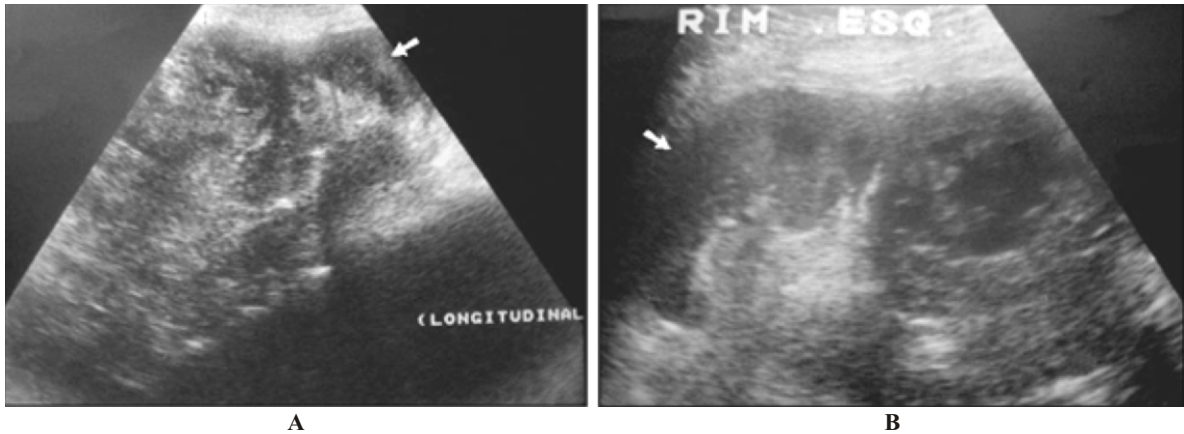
Ultra-sonografia do rim esquerdo, tomadas longitudinal (A) e transversal (B). Lesão expansiva renal sólida, heterogênea, com focos hiperecogênicos esparsos (calcificações) e áreas centrais hipoeecóicas (necrose/hemorragia) de permeio. Observa-se relativa preservação do aspecto anatômico do pólo renal inferior (setas).
